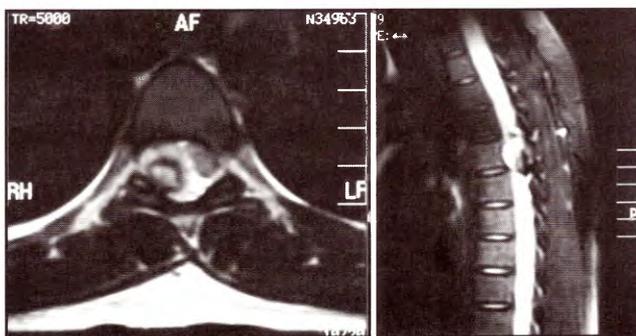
IRM axial (A) y sagital (B) ponderada en T2 que muestra una imagen redondeada intraespinal hiperintensa en su centro y periferia.
